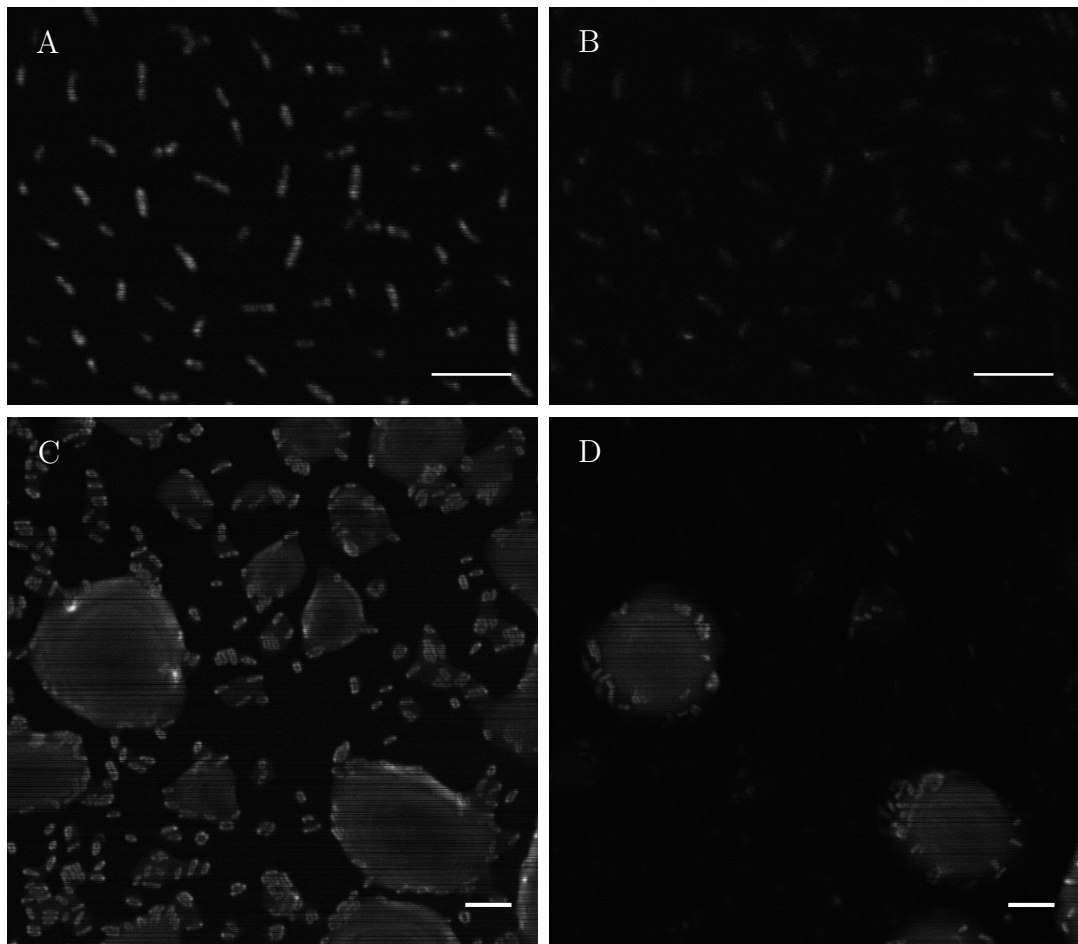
CARS Aufnahmen von Mykobakterien. Vergleich der Signalstärke bei schwingungsresonanter (A, 2845 cm^{-1}) und nichtresonanter (B, 3050 cm^{-1}) Anregung. (C) und (D) sind Einzelaufnahmen eines z-Stapels aufgezeichnet bei 2845 cm^{-1} . Ausschnitte mit 800×600 Pixeln (A,B) bzw. 1064×1064 Pixeln (C,D), der Maßstabsbalken entspricht jeweils $5\text{ }\mu\text{m}$.
